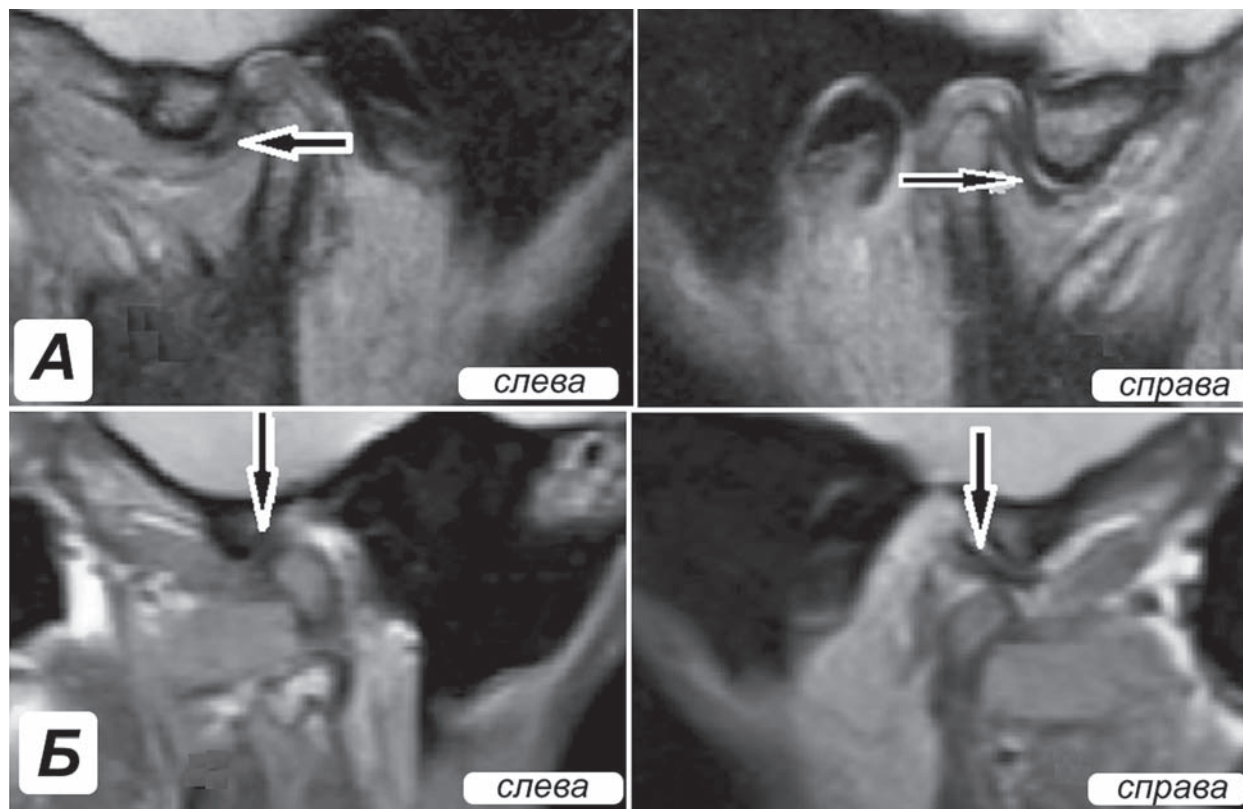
МРТ ВНЧС пациентки П. в кососагиттальной проекции T2 — взвешенное изображение в положениях: А — «рот закрыт» справа и слева; Б — «рот открыт» справа и слева. Небольшое количество выпота с двух сторон (стрелки).
